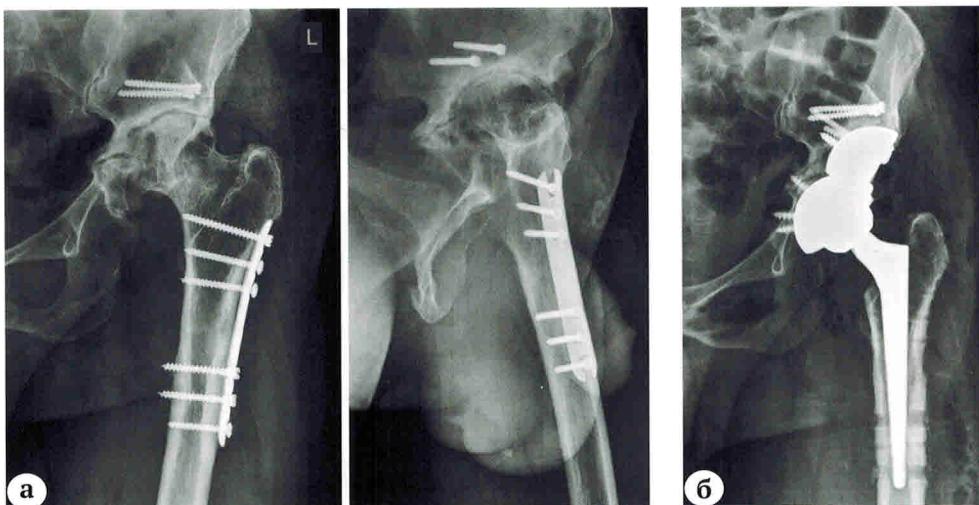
Рентгенограммы пациента 52 лет:
